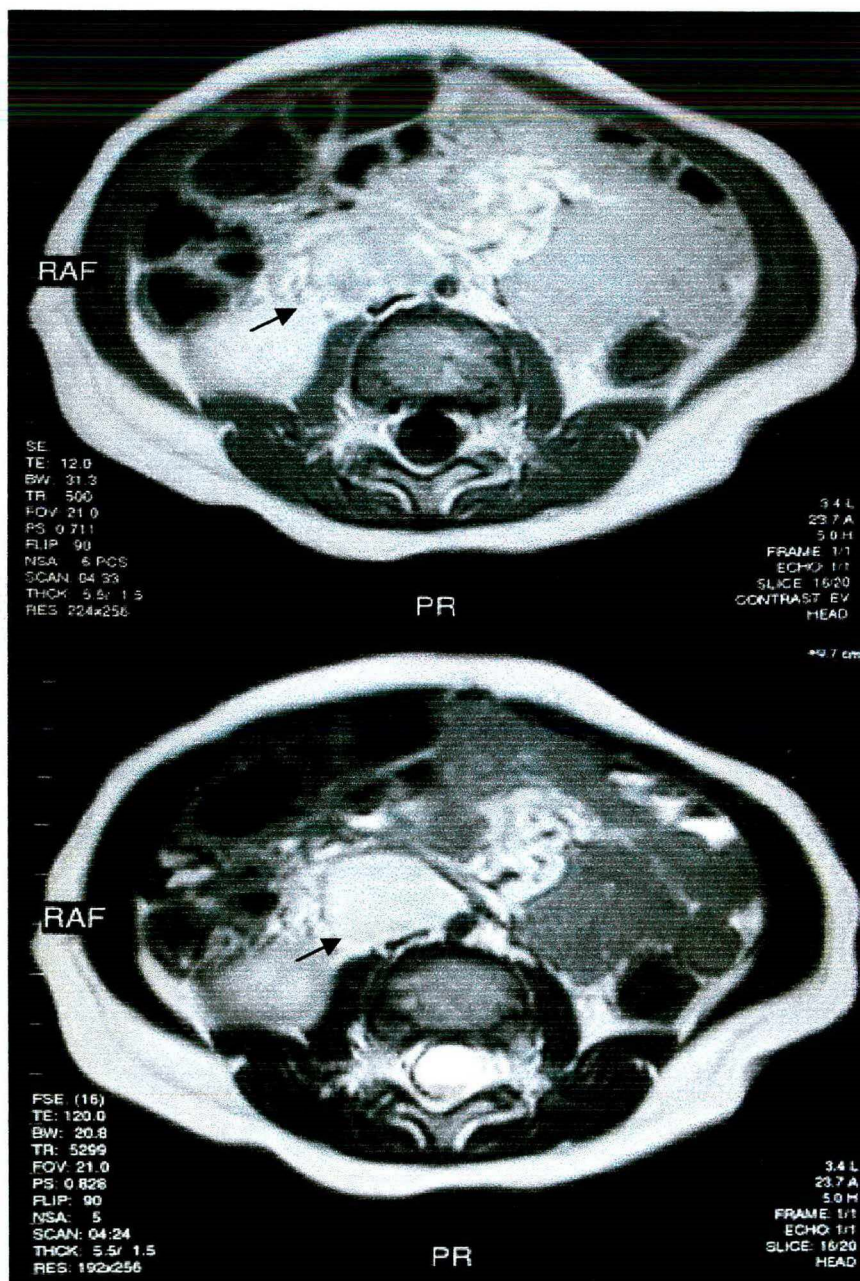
Ressonância Nuclear Magnética – cortes sagitais. Massa (setas).
